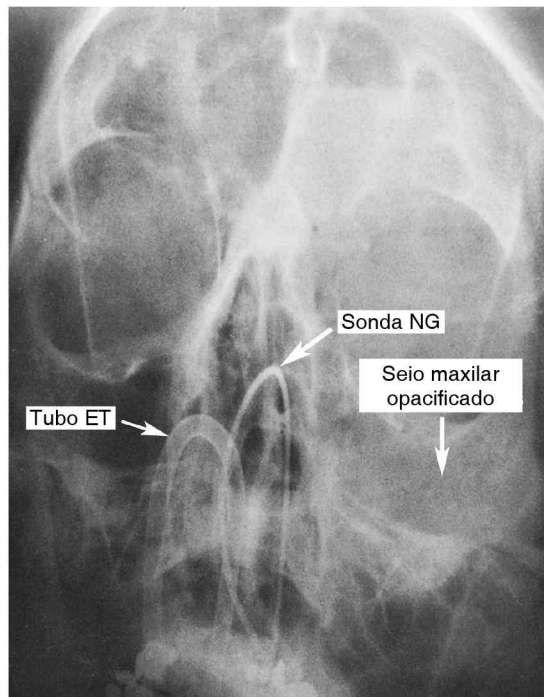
Radiografia sinusal portátil (visão de Waters) mostrando a opacificação dos seios maxilar esquerdo e frontal em um paciente com tubo nasotraqueal e sonda nasogástrica. O diagnóstico de sinusite paranasal foi confirmado subsequentemente por meio de uma punção sinusal maxilar à beira do leito, com o aspirado crescendo *Staphylococcus epidermidis* a 10^3 UFC/mL.
